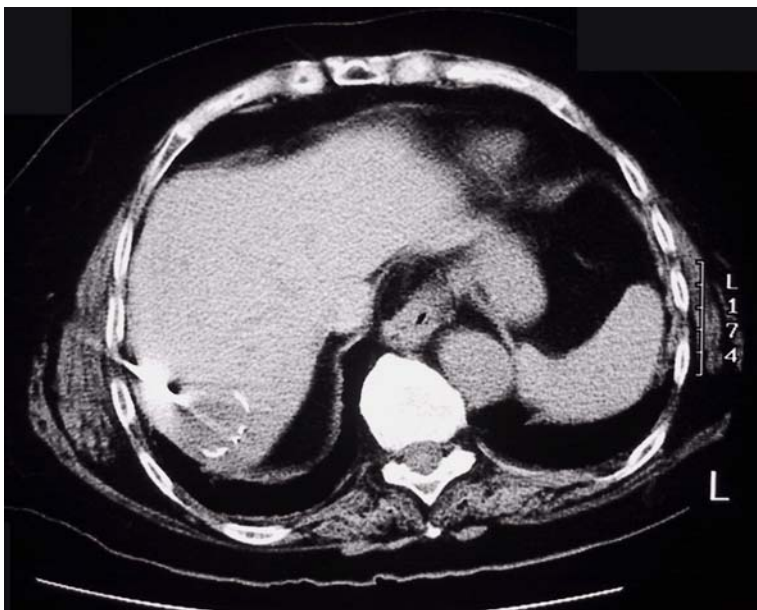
CT-gesteuertes Einführen der Ablationssonde. Man erkennt die ausgestellten Elektroden in Form eines Schirms
